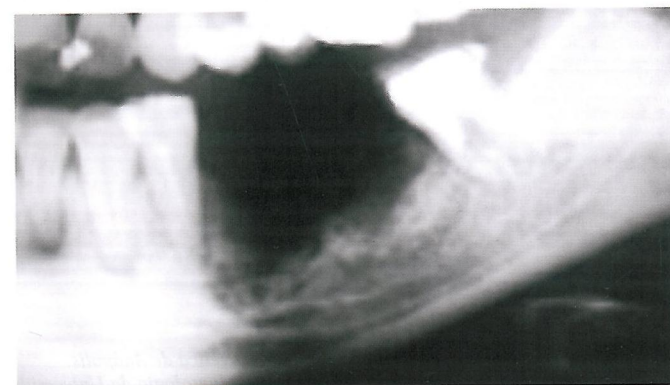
Imagem parcial da radiografia panorâmica.
